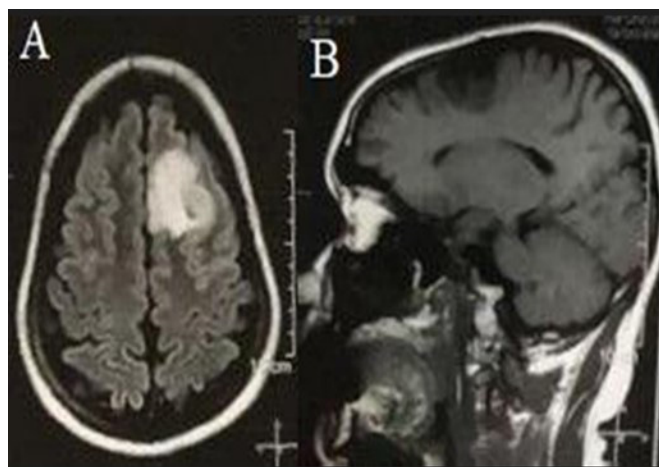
Ressonância magnética em corte axial FLAIR (*fluid-attenuated inversion recovery*) (A) e sagital ponderada em T1 (B) mostrando imagem hiperintensa (A) e imagem hipointensa (B) no giro frontal superior do lobo frontal esquerdo com características de tumor glial primário
